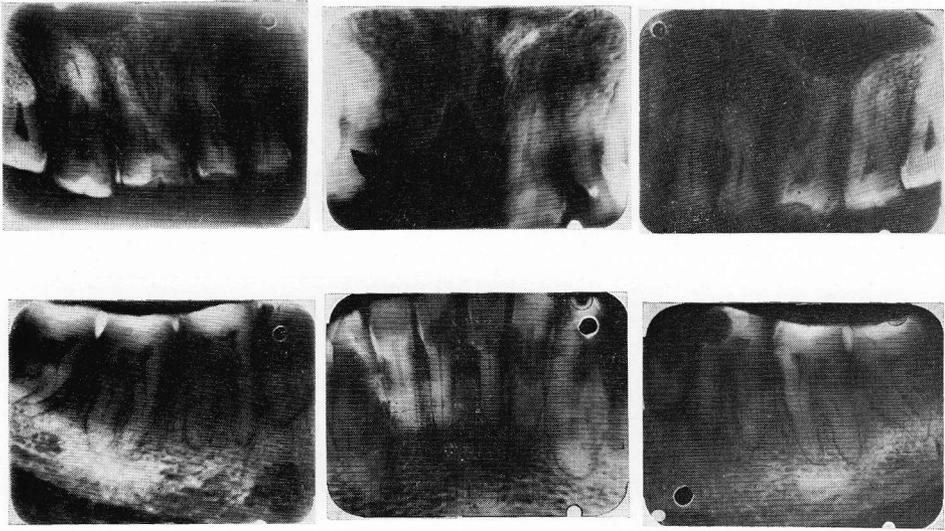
Radiographie rétro-alvéolaire.
